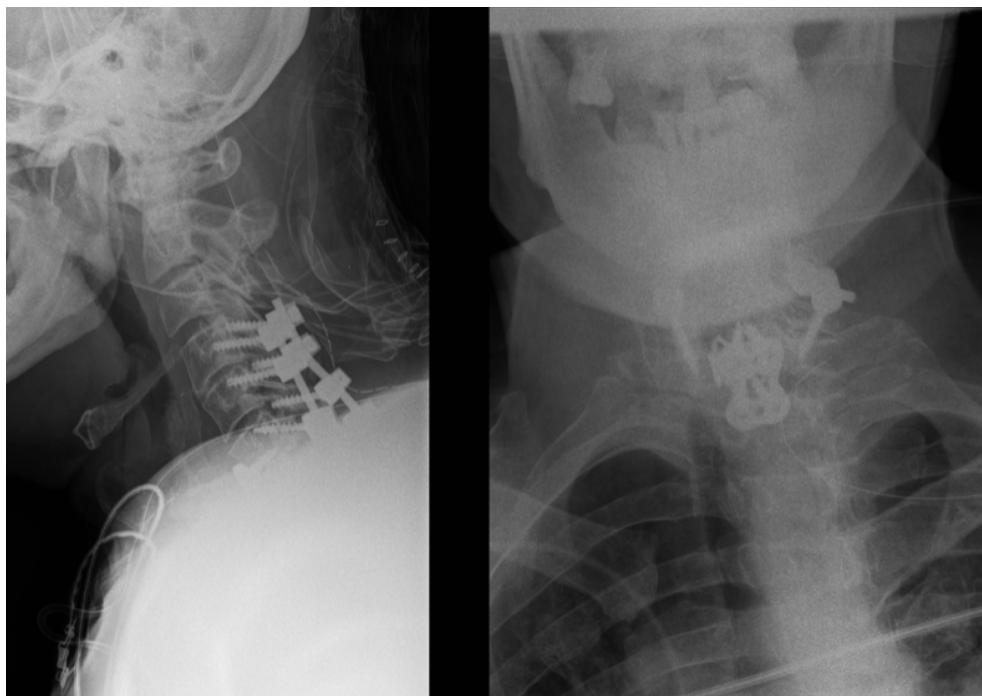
Radiografía cervical lateral que muestra la instrumentación C4-C5 previa y parte de la nueva extensión a C6 y C7.
